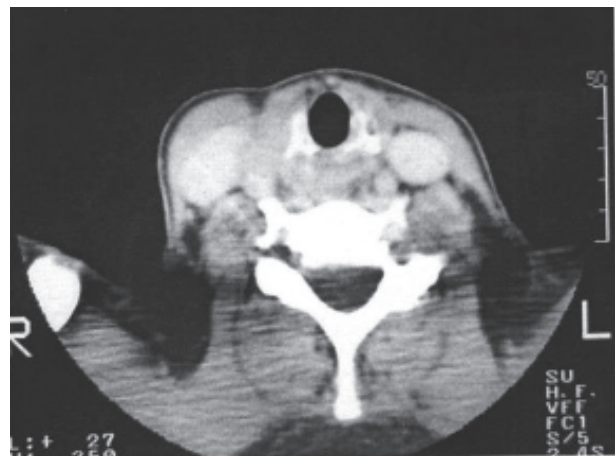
Contrast-enhanced CT scan of neck after 11 months of tamoxifen followed by 28 months of raloxifene showing a small right mass that partially surrounds the carotid artery and impinges upon the right jugular vein.
